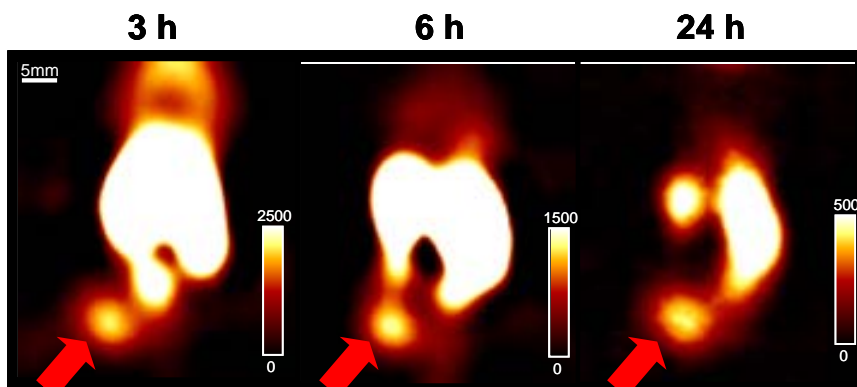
インビボカップリング法による SPECT イメージング結果
